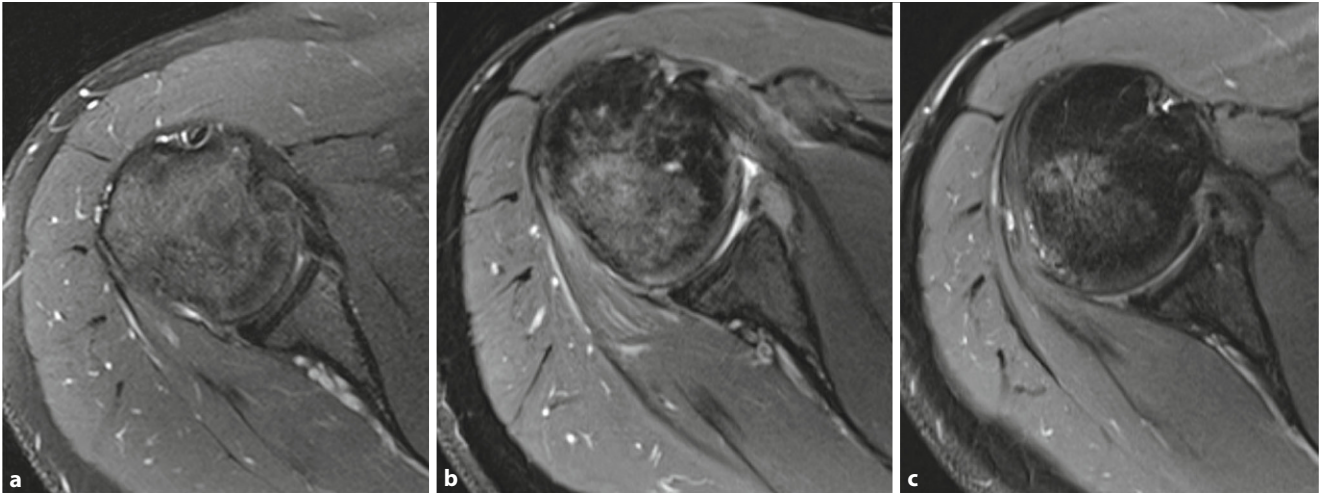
▲ Radiologische MRT-Verlaufskontrollen eines Bankart-Plus-Patienten: a präoperativ, b unmittelbar postoperativ, c 1 Jahr postoperativ
